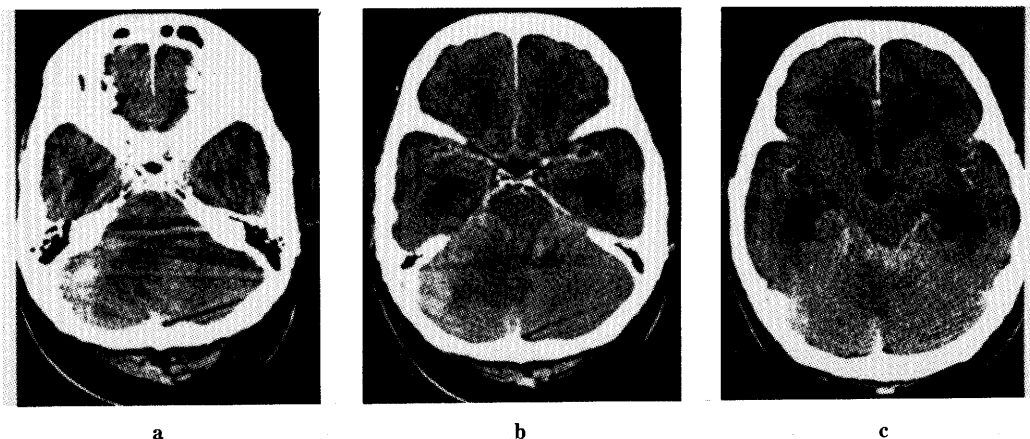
Enhanced CT of the brain shows prominent enhancement in right cerebellar hemisphere and ambient cistern. Hydrocephalus is also shown.
